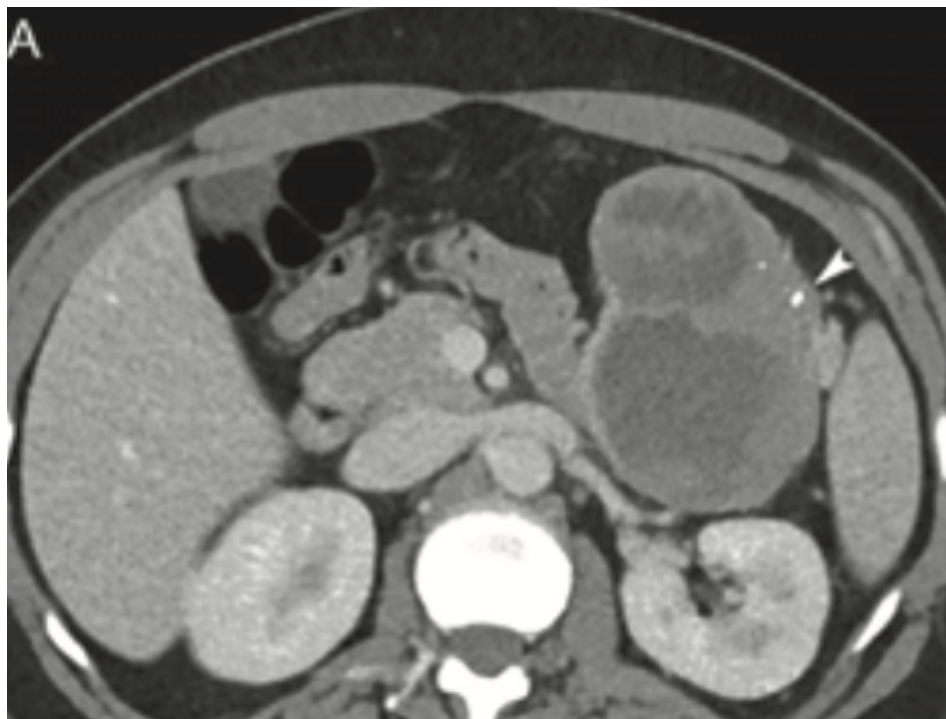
Neoplasia sólida pseudopapilar TC(18)
